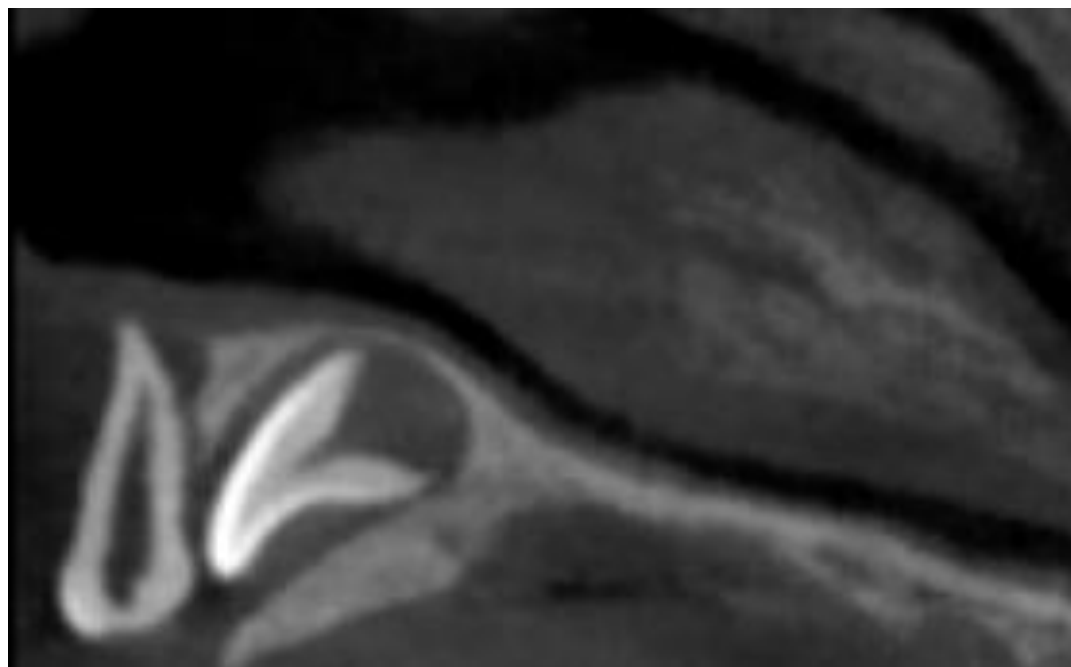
Corte frontal da tomografia visualizando o elemento 61 vestibularizado
